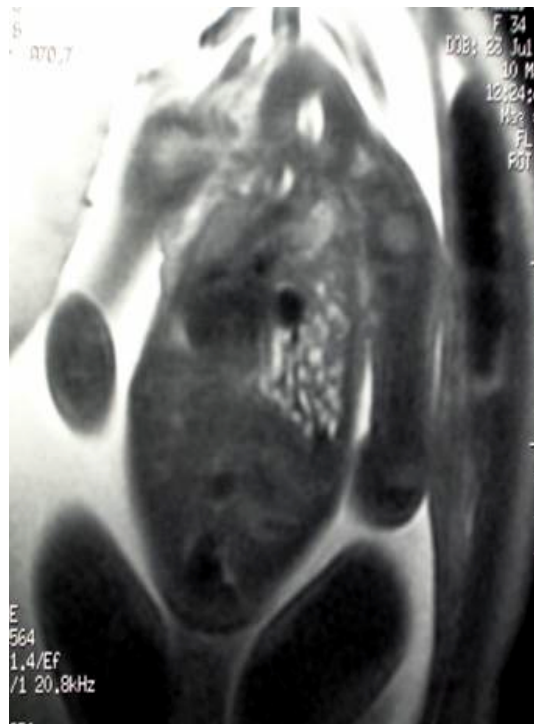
RMN (T2 SSFSE): Ernia diaframmatica sinistra (22 settimane). Sezione coronale.
